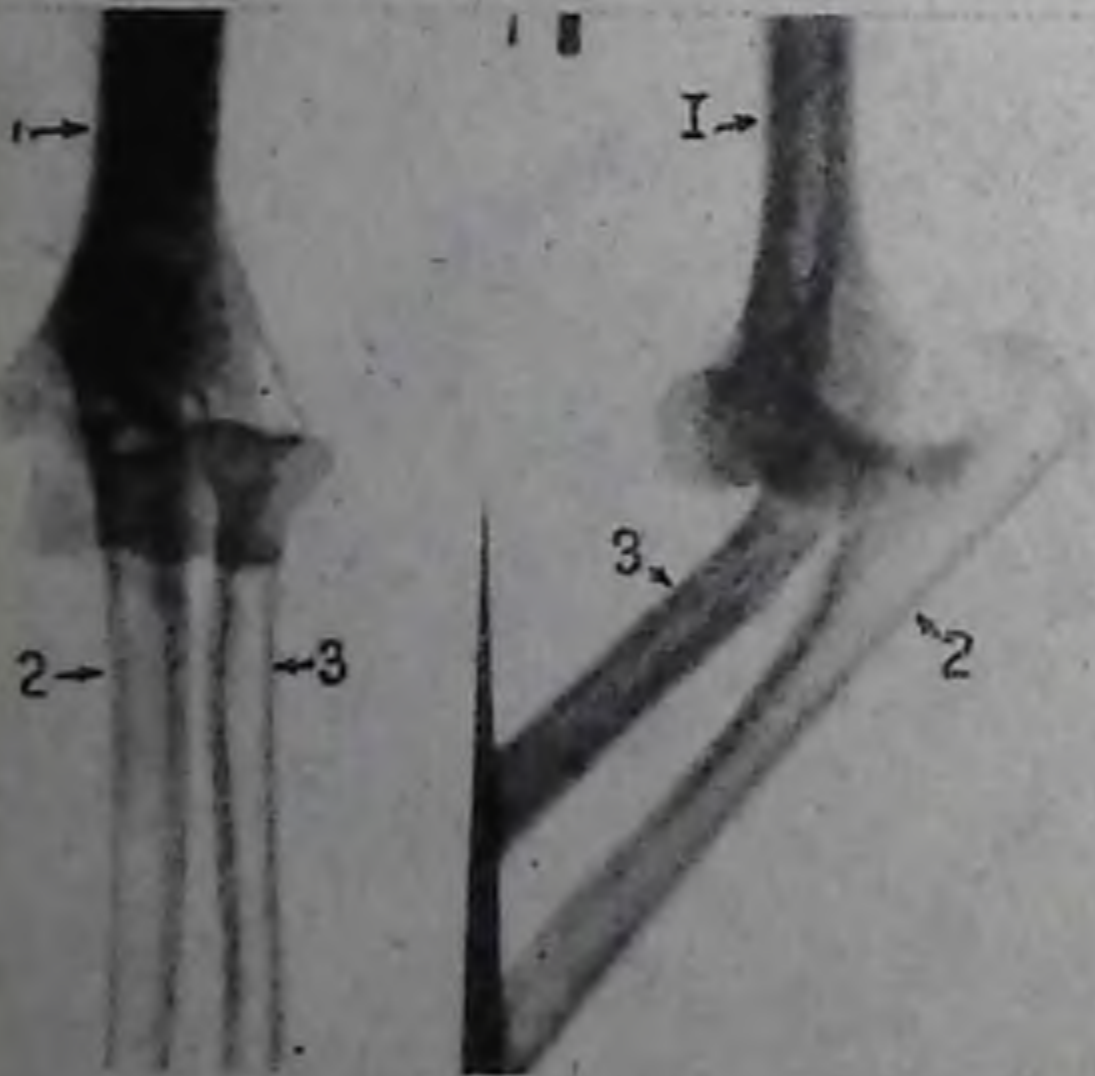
Рентгенограмма правого локтевого сустава в двух проекциях. Вывих костей предплечья: 1 — плечевая кость; 2 — локтевая кость; 3 — лучевая кость.
